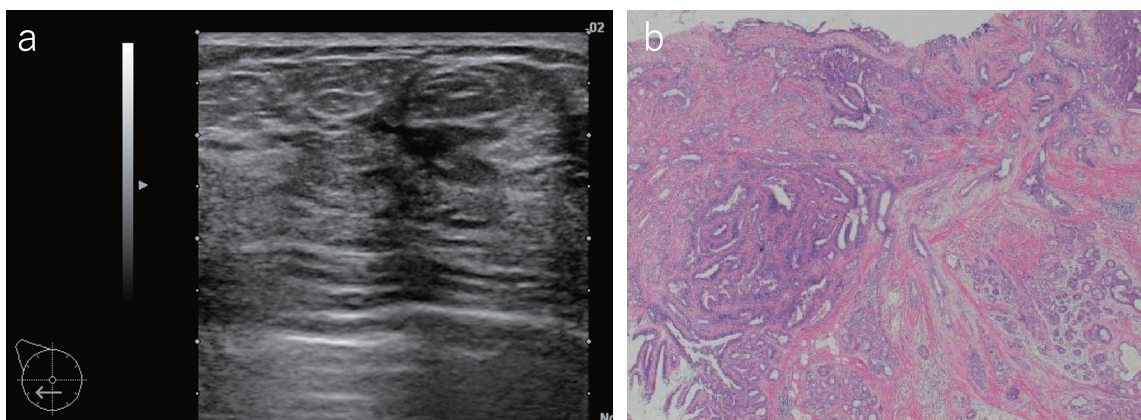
A case of radial sclerosing lesion. Ultrasound shows the architectural distortion.
